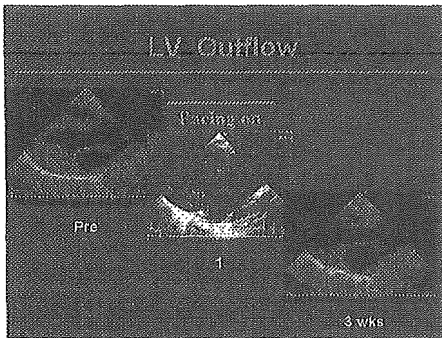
ペースメーカー刺激前、後の左室流出路部分の超音波画像。
